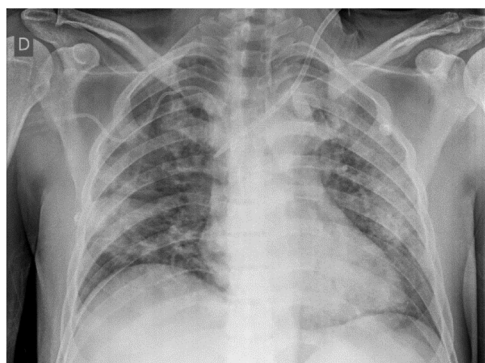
Radiografía de tórax en el día 6 de hospitalización: patrón alveolar difuso.
